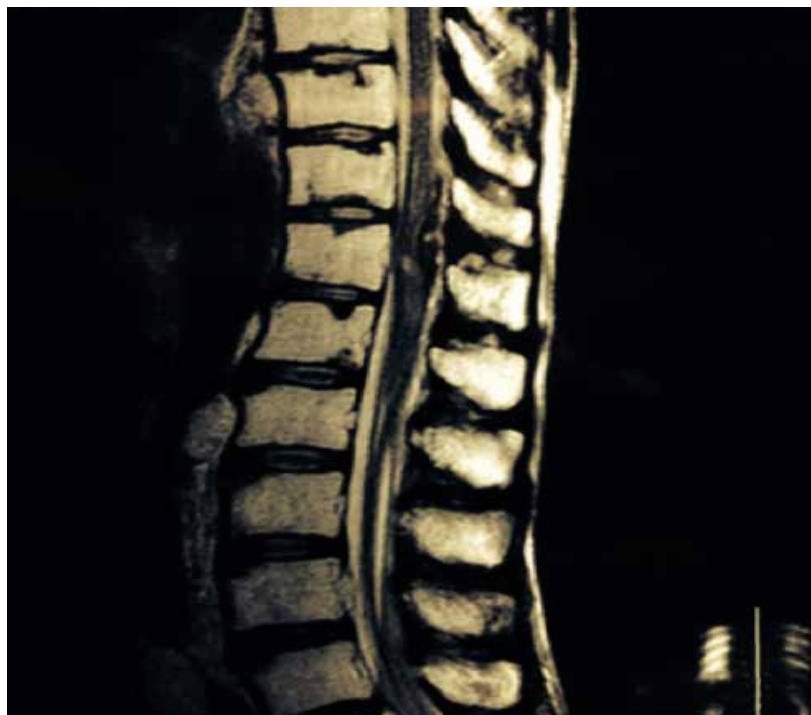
RM en corte sagital secuencia T2 donde se observa imagen ocupativa intrarraquídea, intradural a nivel de T11-T12, en forma de huso y heterogénea que comprime en forma importante el cordón médula en dirección dorsoventral.
